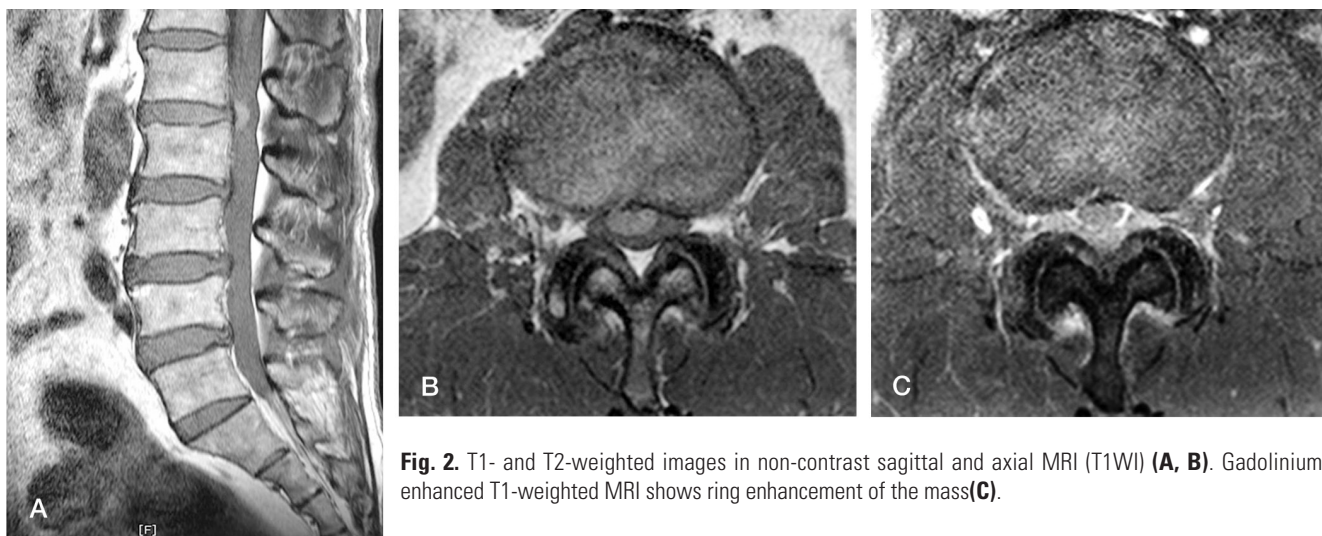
T1- and T2-weighted images in non-contrast sagittal and axial MRI (T1WI) (A, B). Gadolinium-enhanced T1-weighted MRI shows ring enhancement of the mass(C).
